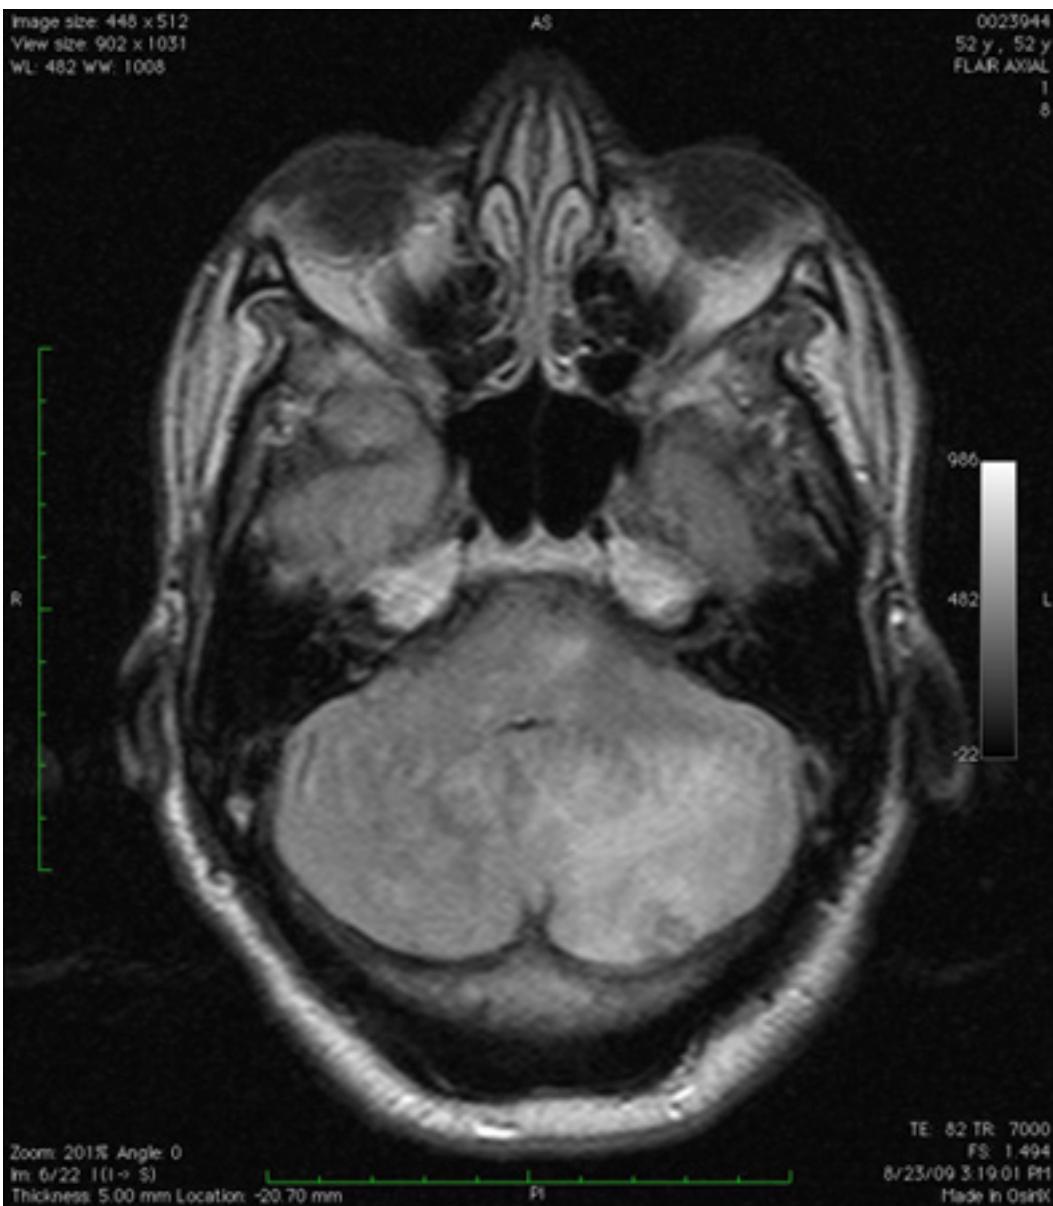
Infarto cerebelar observado através de ressonância nuclear magnética (sequência de recuperação da inversão atenuada por fluidos): observe a presença de edema secundário e a obliteração do quarto ventrículo
